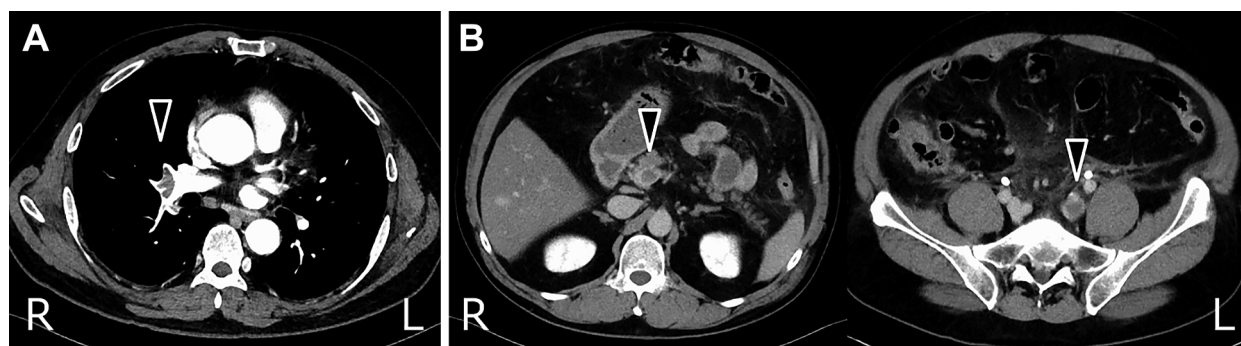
Chest and abdominal contrast-enhanced CT scan.
